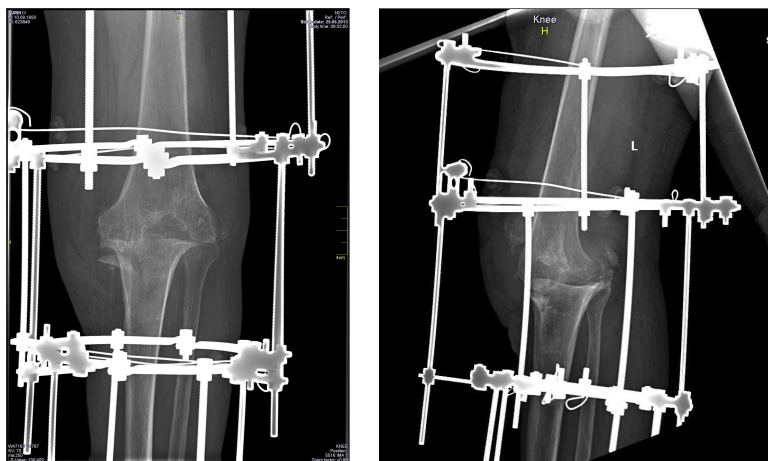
Рентгенограммы левого коленного сустава Пациента Ю., после удаления протеза и монолокольного компрессионного остеоситеза по Илизарову левой нижней конечности
